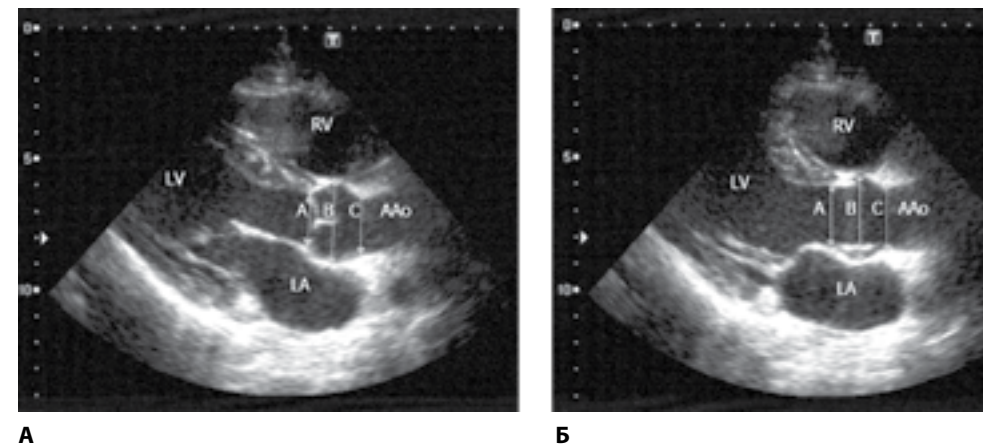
Трансторакальная эхокардиография. Измерение корня аорты по длинной оси из левой парастернальной позиции; А – по методике «от переднего края до переднего края»; Б – по методике «от внутреннего края до внутреннего края» (А – диаметр фиброзного кольца аортального клапана; В – диаметр аорты на уровне синусов Вальсальвы; С – диаметр аорты на уровне синотубулярного соединения; ААо – проксимальная часть восходящей аорты; LA – левое предсердие; LV – левый желудочек; RV – правый желудочек).
